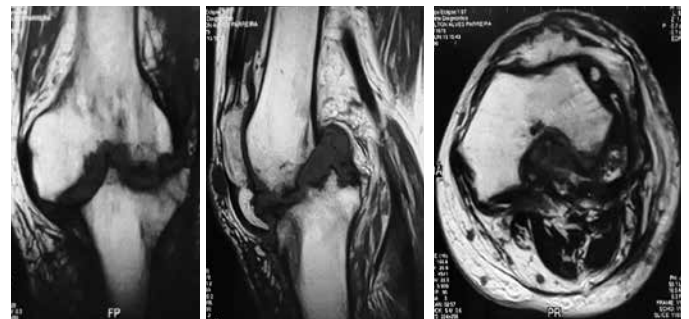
Ressonância magnética de joelho em corte T1 coronal (A), sagital (B), axial (C), com destruição da articulação.
